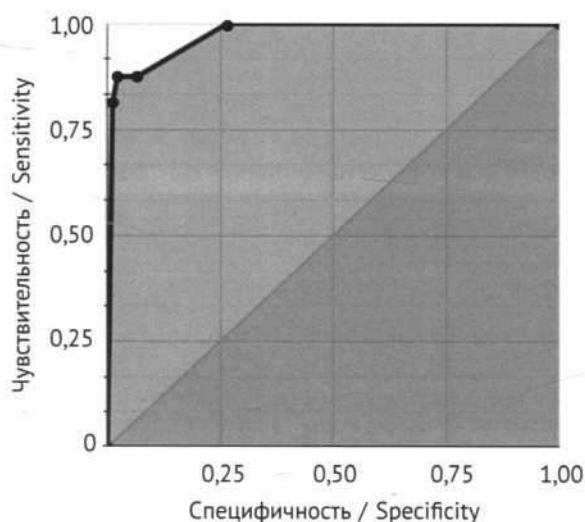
ROC-кривые по данным O-RADS MRI, полученным исследователем 1 (а) и исследователем 2 (б)
